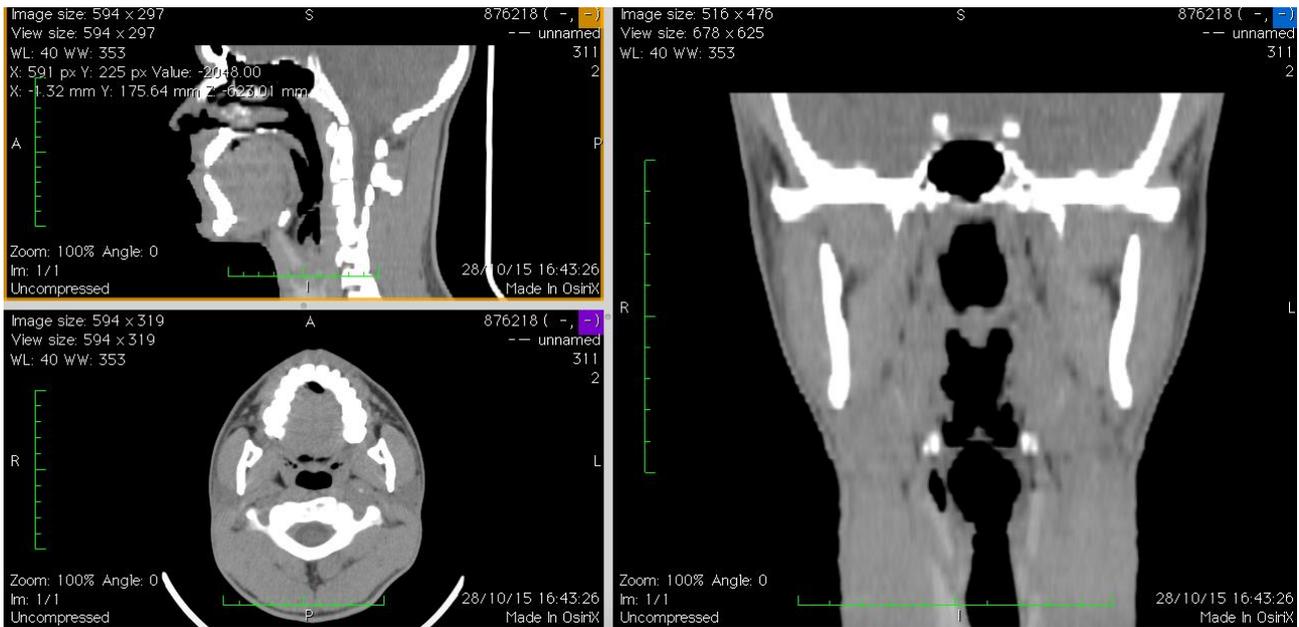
Tomografia pós-operatória evidenciando regressão total do quadro.
